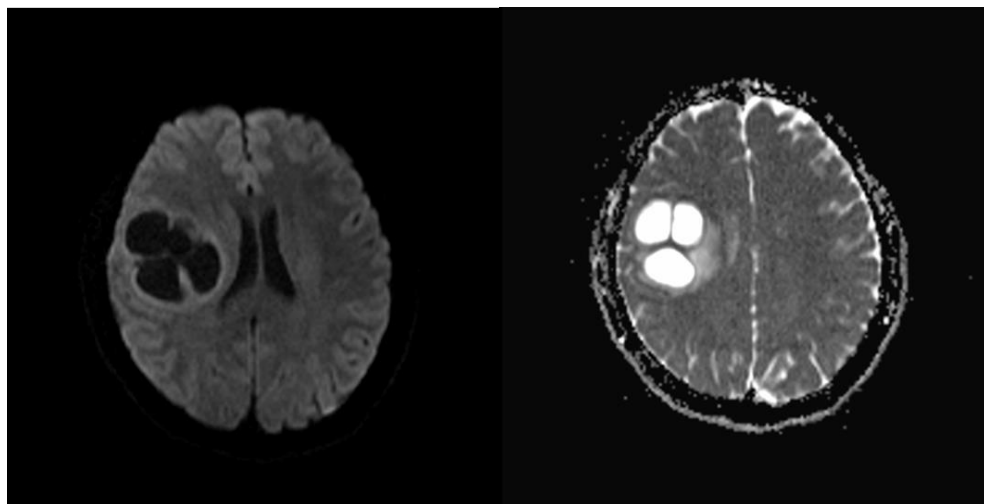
Imágenes de RMN con lesión cerebral focal quística multilocular localizada en lóbulo parietal derecho.
